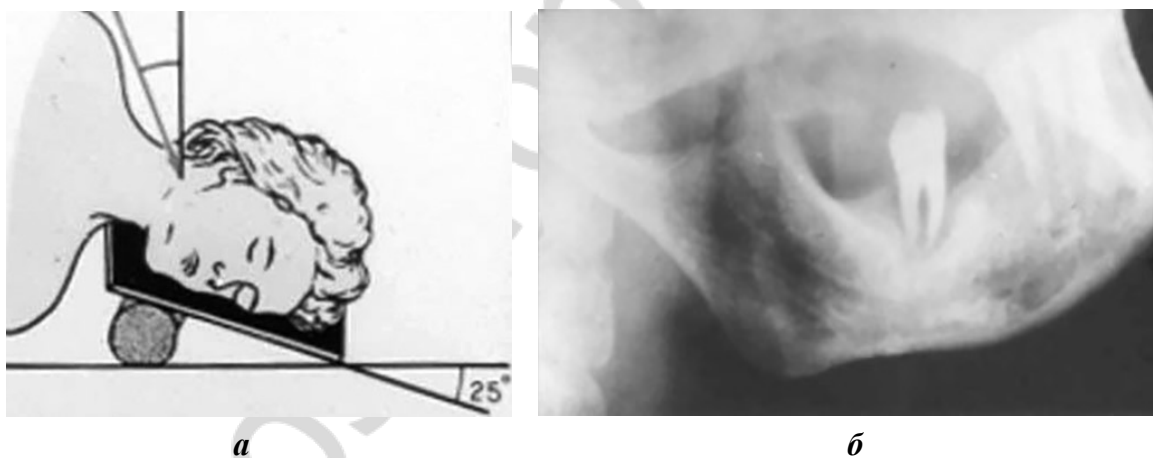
Рентгенография нижней челюсти в боковой проекции:
